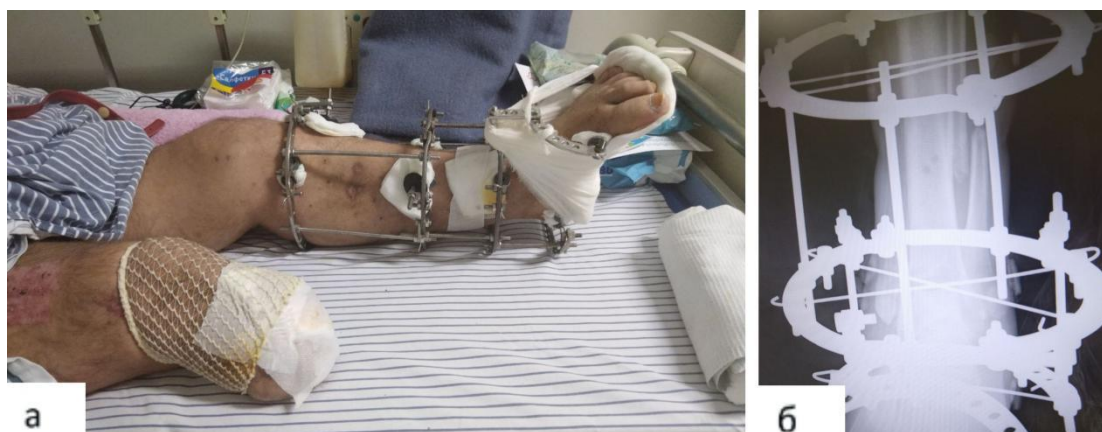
Пациент Б. А - внешний вид нижних конечностей пациента, Б - рентгенограмма остеосинтеза по методу Илизарова при переломе костей левой голени в прямой проекции.
